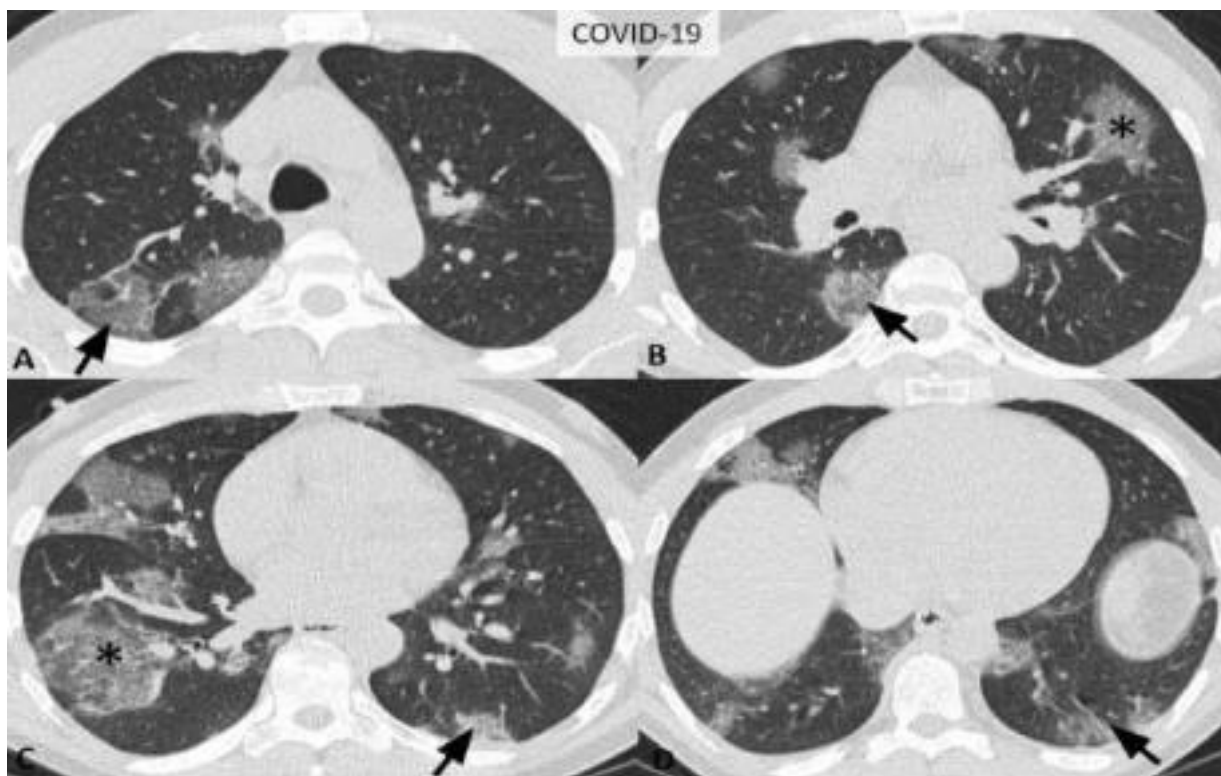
Paciente do sexo masculino, 52 anos, com testes positivos para Covid-19. TC em cortes axiais, janela pulmonar, apresentando opacidades atenuadas em vidro fosco bilateral, multifocal em B e C (asterisco), e periférico em A,B,C e D, com adensamento septal entre os lóbulos sobreposto e Pavimentação em mosaico visível (setas).
